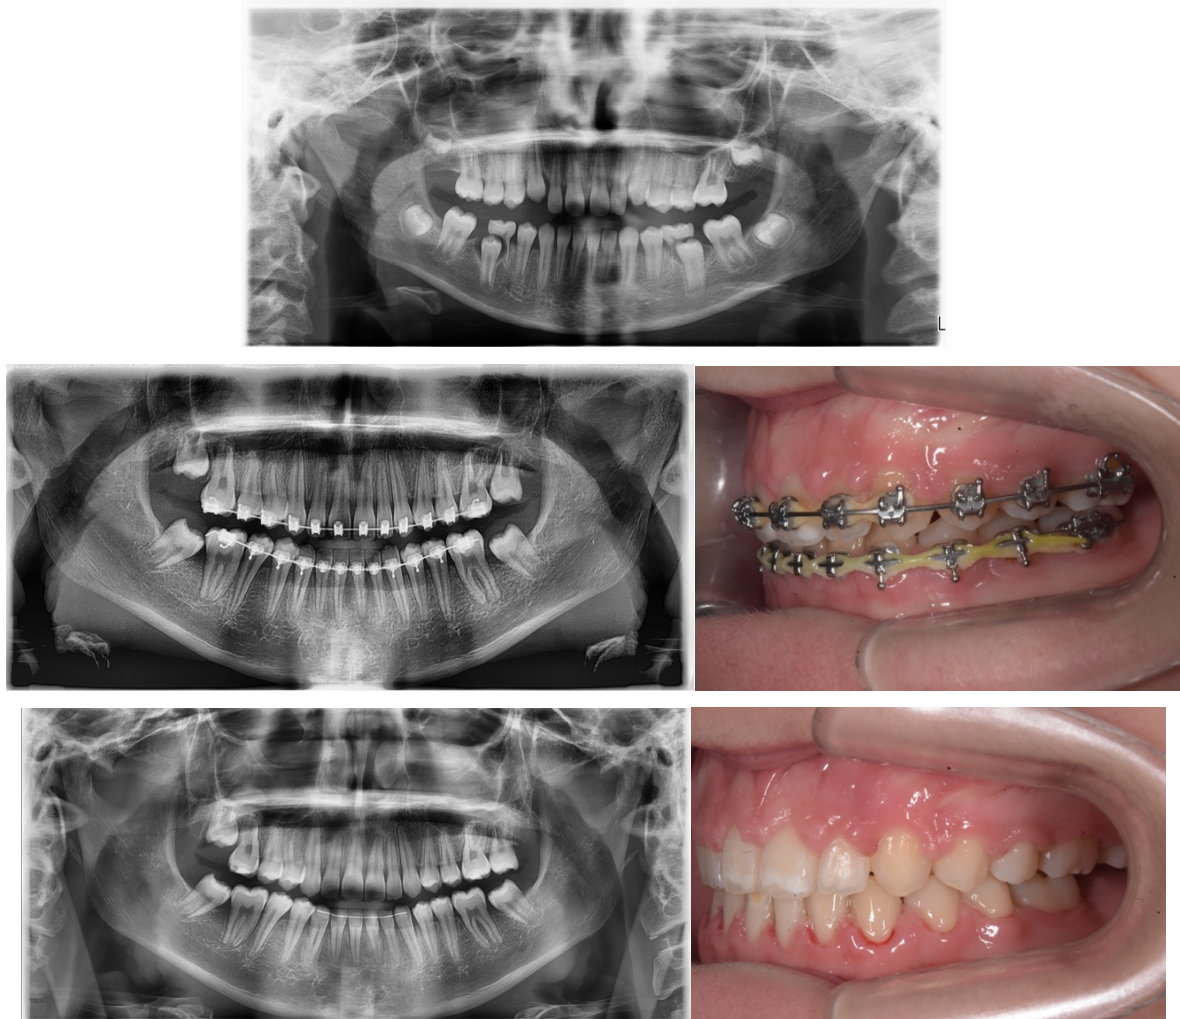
Radiographies panoramiques et photographies intrabuccales secteur 2 et 3 d'une patiente présentant une MIH sévère. Les PMP ont toutes été extraites par Docteur D'Arbonneau avant les 8 ans de la patiente. Nous remarquons une fermeture totale de l'espace d'édentement au maxillaire. Pour la mandibule, Docteur Prioul à ensuite terminé la fermeture des espaces par traitement orthodontique en corrigeant les DDA (Courtoisies du Docteur Prioul)
